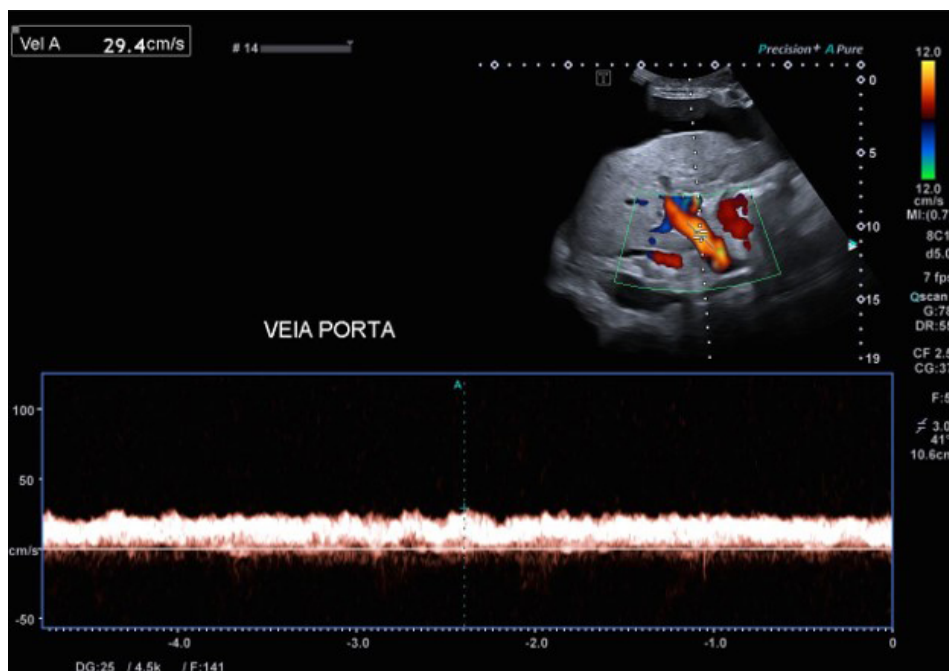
Doppler pulsado da veia porta
